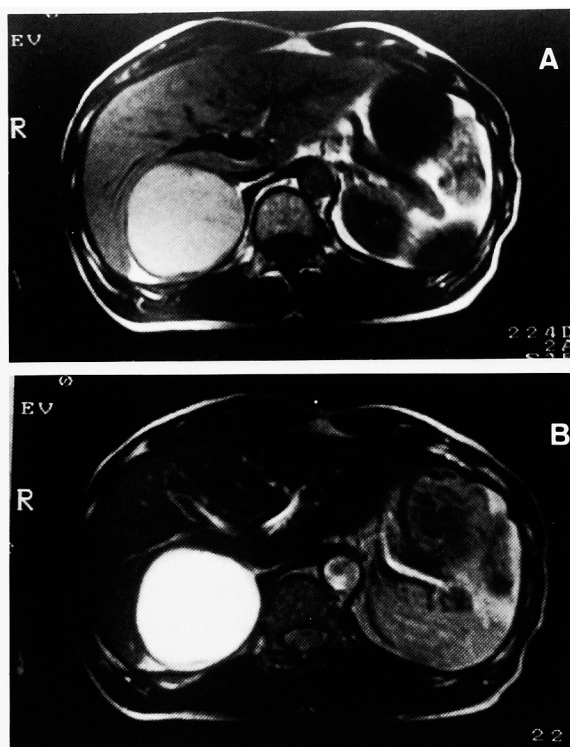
MRI images of right adrenal tumor. A, T1-weighted transverse image. An adrenal cystic tumor with relatively high signal intensity is visualized. B, T2-weighted transverse image. An adrenal cystic tumor with high signal intensity is visualized.
